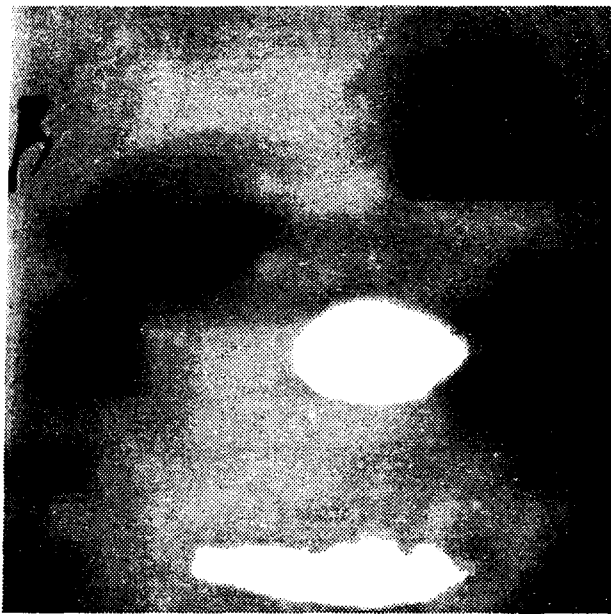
Рентгенограмма больного Ф. при поступлении. Имеются уровни жидкости в желудке, 12-перстной кишке и начальном отделе тощей кишки
